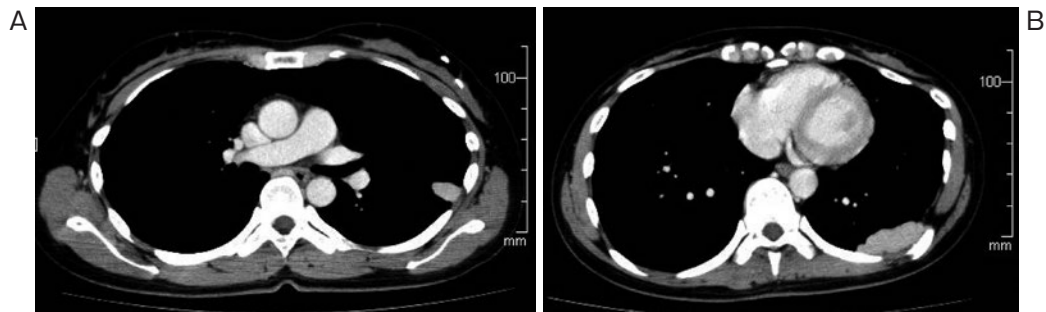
胸部CT写真。(A)左肺胸膜下の葉間胸膜外側に造影効果を有する1.5 cm大の腫瘤影を認めた。縦隔リンパ節の腫大は認めなかった。(B)左胸膜下の下葉背側に造影効果を有する3 cm大の腫瘤影を認めた。左肋骨に術後の変形性変化を認めた。
